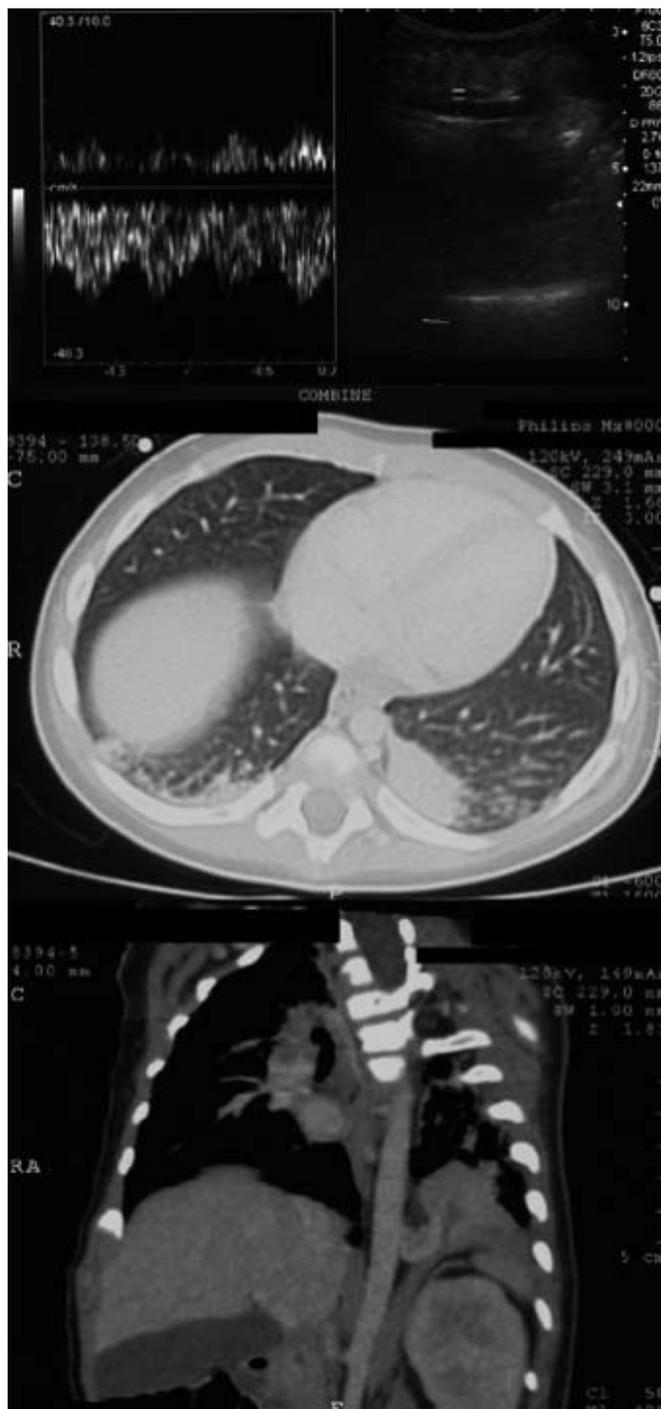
Em cima: ecografia torácica com Doppler, onde se visualiza a artéria de vascularização do sequestro, paralela à aorta torácica descendente. No centro e em baixo: TC torácica com contraste, na qual se visualiza o sequestro e a artéria de vascularização do mesmo, com origem na aorta torácica descendente.
